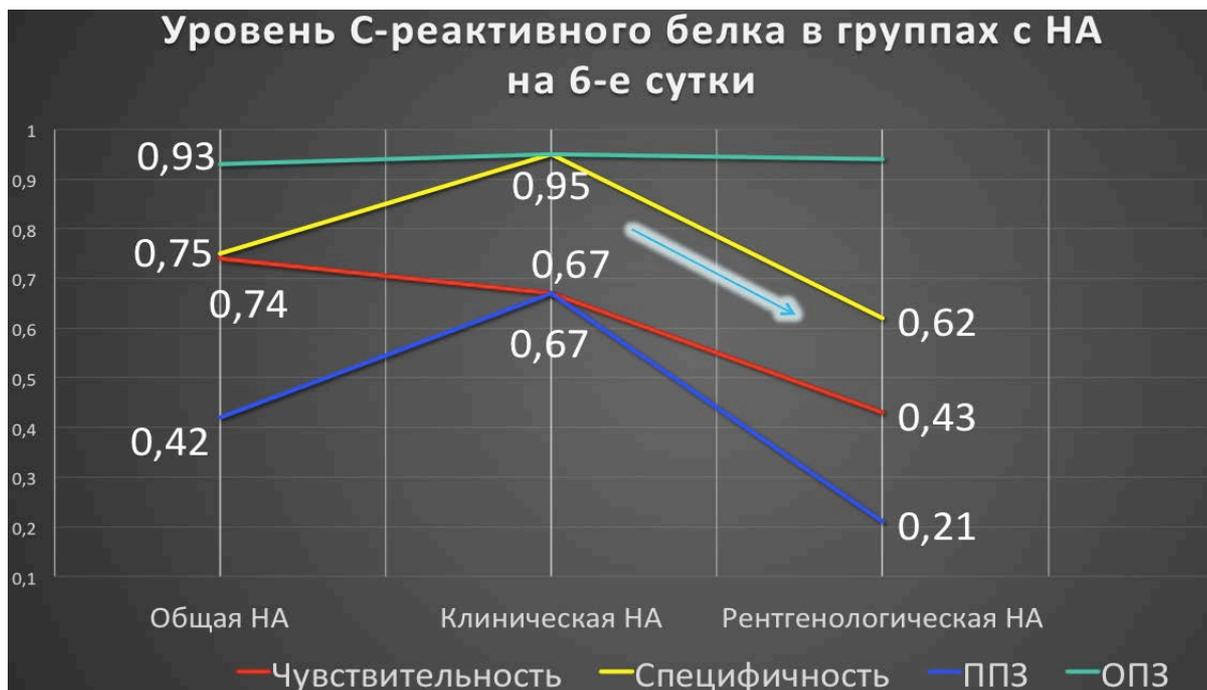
Сравнение уровня СРБ у пациентов с клинической и рентгенологической НА на 6-и сутки после операции.
